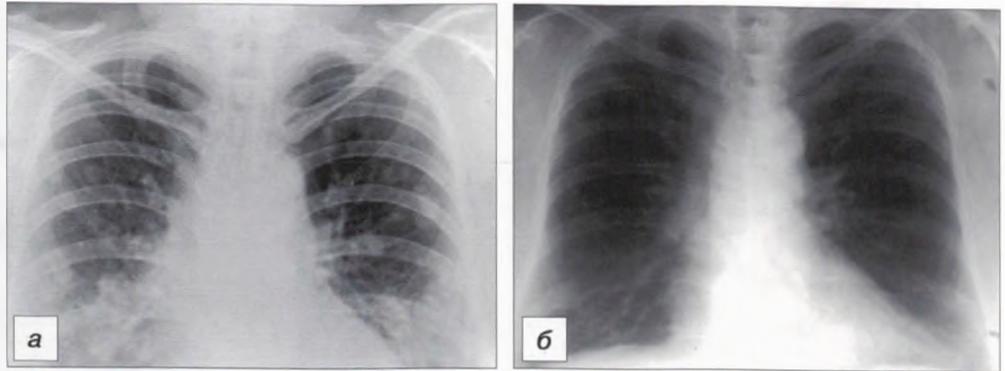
Рентгенограмма грудной полости больной И. с диагнозом: РЩЖ с метастазами в средостение и легкие.
